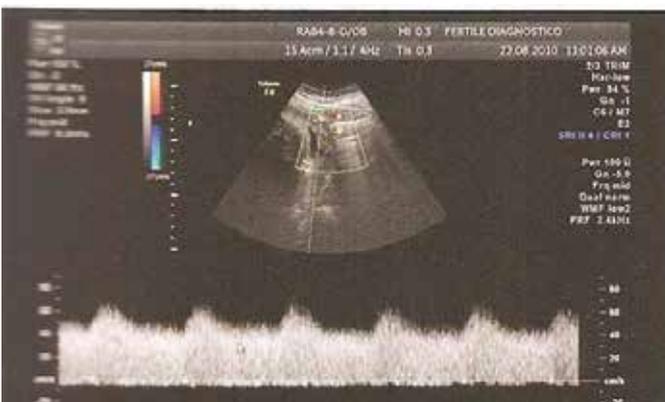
Doppler artéria uterina esquerda
